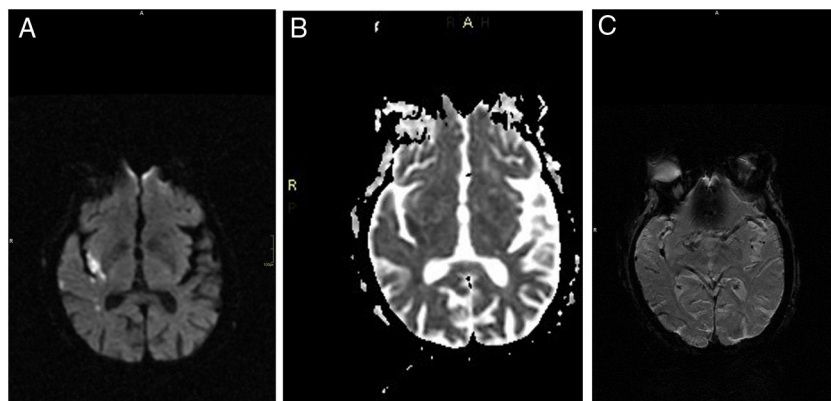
Resonancia magnética de cerebro realizada al ingreso de la paciente, en secuencias DWI, ADC y SWI, respectivamente: a, b y c. En las imágenes a y b se observa un infarto agudo insular derecho. En la imagen c hay un trombo en la porción M2 de la cerebral media derecha.
